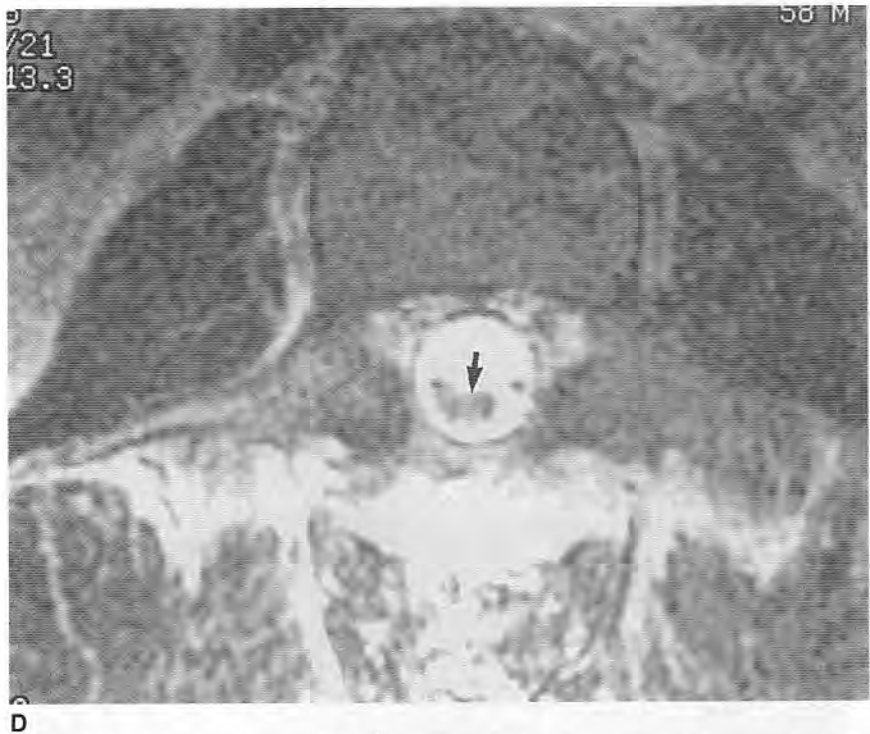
(Continuación) (D) RM axial potenciada en T2 que muestra el agrupamiento de las raíces nerviosas (flecha) en el interior del saco tecal.
